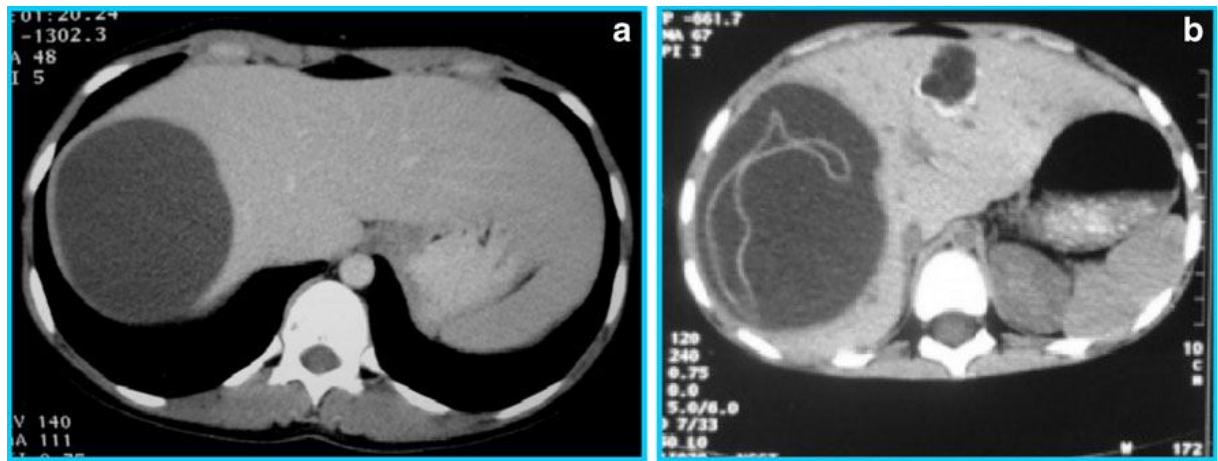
²⁴ TDM montrant un kyste hydatique du foie. a Type I b Type II
